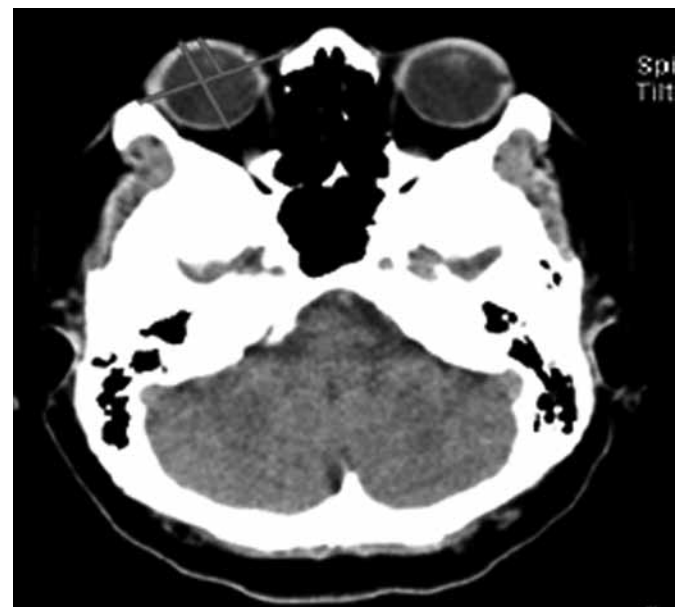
Tomografía computada, corte axial a nivel de globos oculares que muestra las líneas intercantal y del eje mayor del globo ocular.
